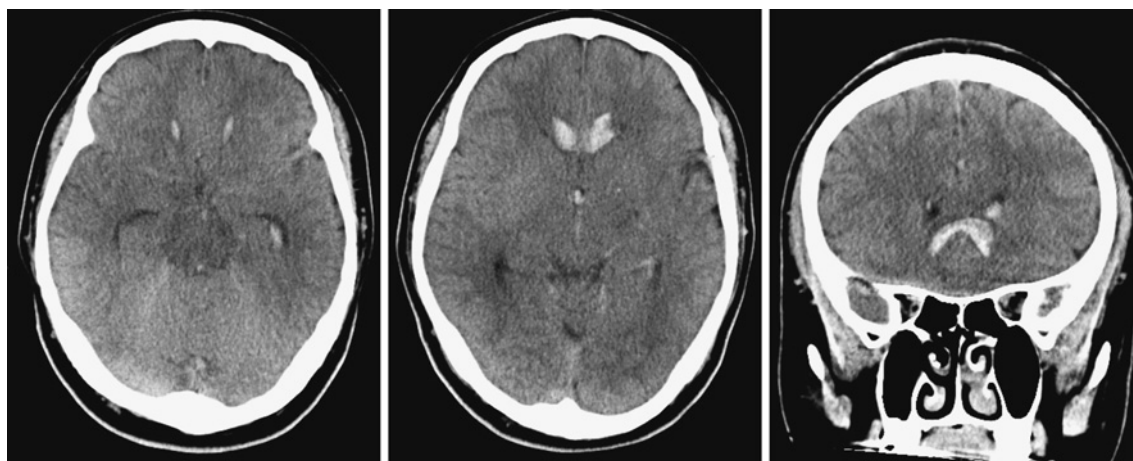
CT scan of the head on admission. CT scan shows intraparenchymal hemorrhage in genu of corpus callosum with intraventricular extension in lateral, third, and fourth ventricles and thin subarachnoid hemorrhage.
